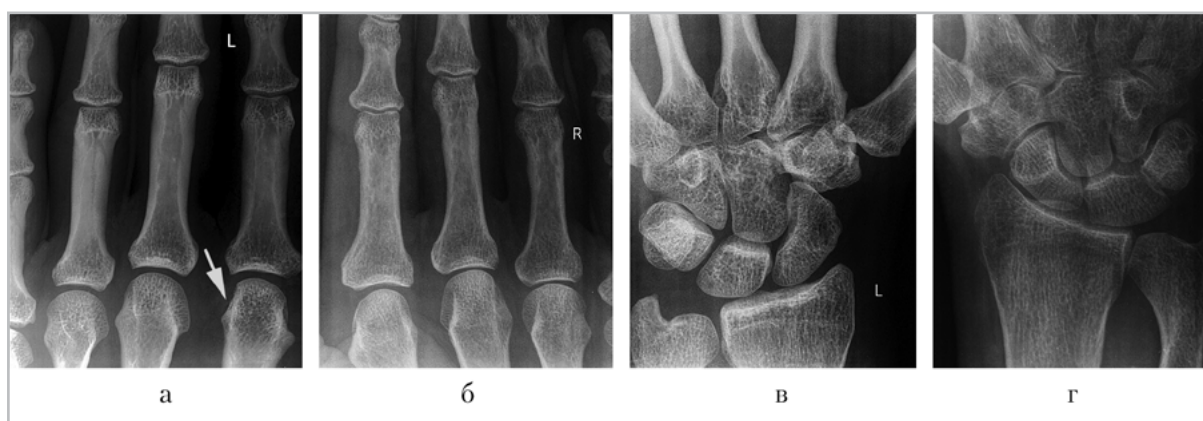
Рентгенограммы пациента М., 32 года. Диагноз «ревматоидный артрит». Длительность заболевания 3 мес. Представлены результаты микрофокусной рентгенографии с прямым увеличением изображения в 5,5 раза «зон интереса» кистей. Стрелкой отмечена выявленная эрозия костной ткани
